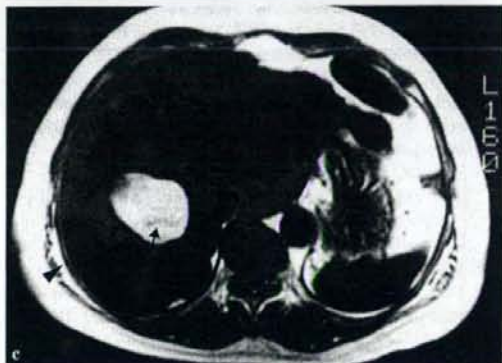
出血性嚢胞 a:単純CT, 肝内に嚢胞を示唆する低吸収病変が多発している。b: MRI T2強調像, 著明な高信号に描出されており, 嚢胞として矛盾しない。c: MRI T1強調像, 多数の病変が明らかな低信号を呈するのに対し, 著明な高信号を示す病変(矢印)が識別される。周囲肝と等信号を示すもの(矢頭)もある。
